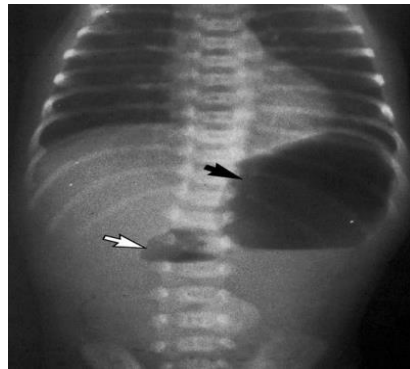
Cette radiographie montre l'effet de double bulle typique observé en cas d'obstruction duodénale complète.
